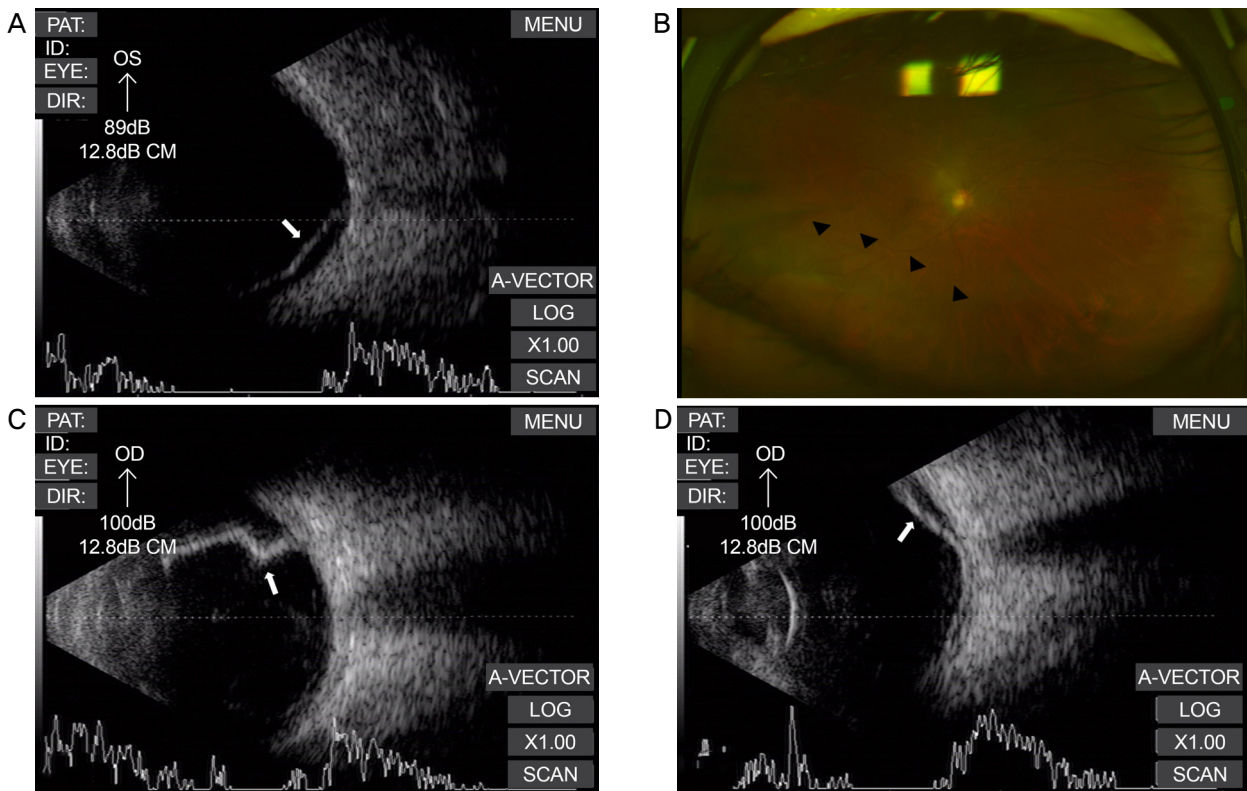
Retinal photo before vitrectomy of case patients. (A) Ultrasonography showing detached retina (arrow) of case 1. (B) Wide fundus photographs showing rhegmatogenous retinal detachment (RRD) at inferotemporal area of case 2. Black arrowheads point to the retinal detachment line. (C) Ultrasonography showing detached retina (arrow) at second recurrent RRD of case 3. (D) Ultrasonography showing detached retina (arrow) at third recurrent RRD of case 3. OS = left eye; OD = right eye.
